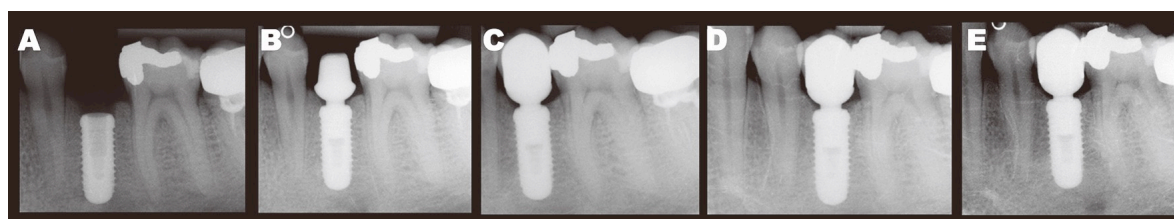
Nivel del margen óseo, A) al momento de la inserción, B) 2 meses, C) 12 meses, D) 24 meses y E) 36 meses. Radiografías periapicales estandarizadas [72].
